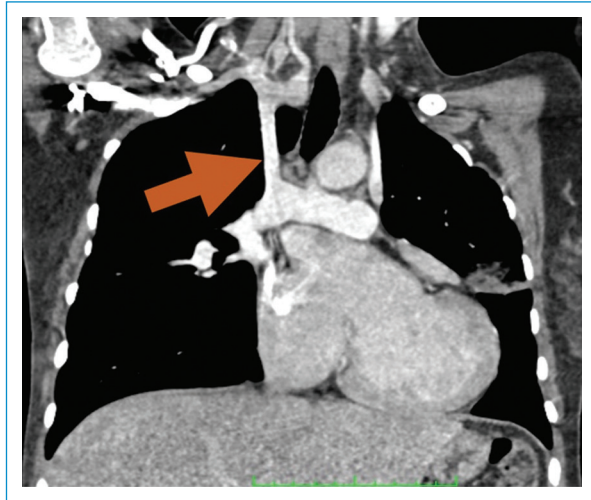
Tomografía computarizada cardíaca en la que se muestra la fístula sistémico-pulmonar (flecha) con una estenosis en el tercio distal de la misma, lo que ocasionaba la disminución de la saturación, previo a la intervención.
